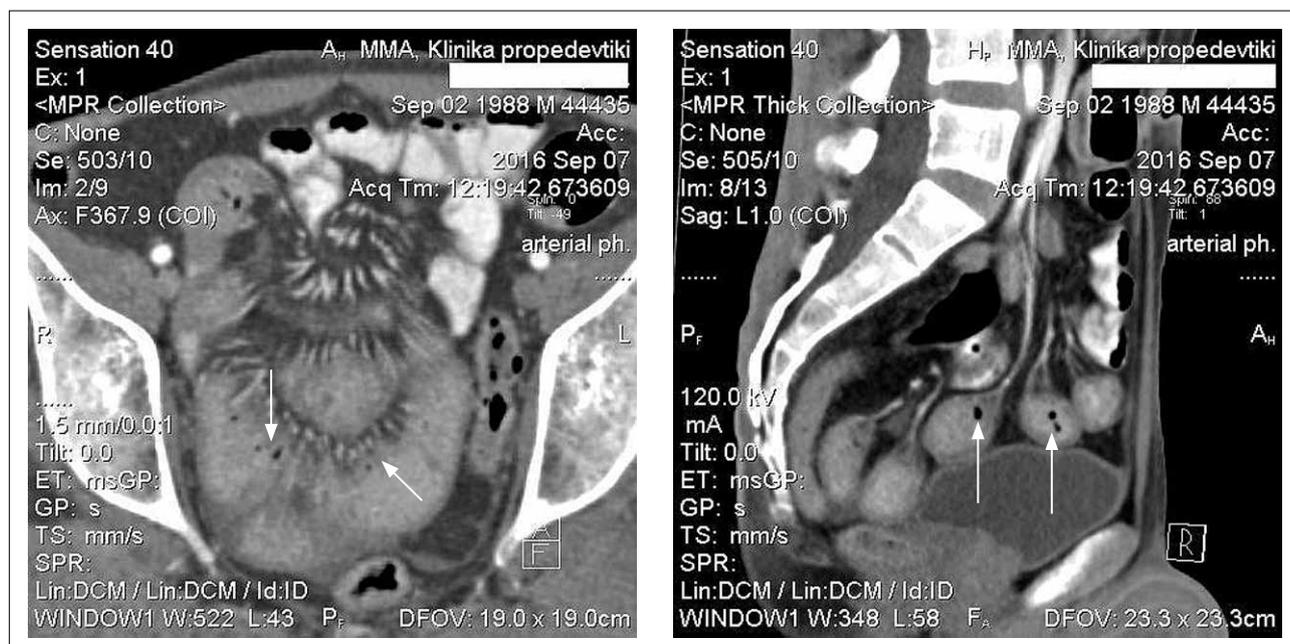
Компьютерная томография органов брюшной полости пациента при первой госпитализации в 2016 году. Стрелками обозначено сужение просвета и утолщение стенки подвздошной кишки
